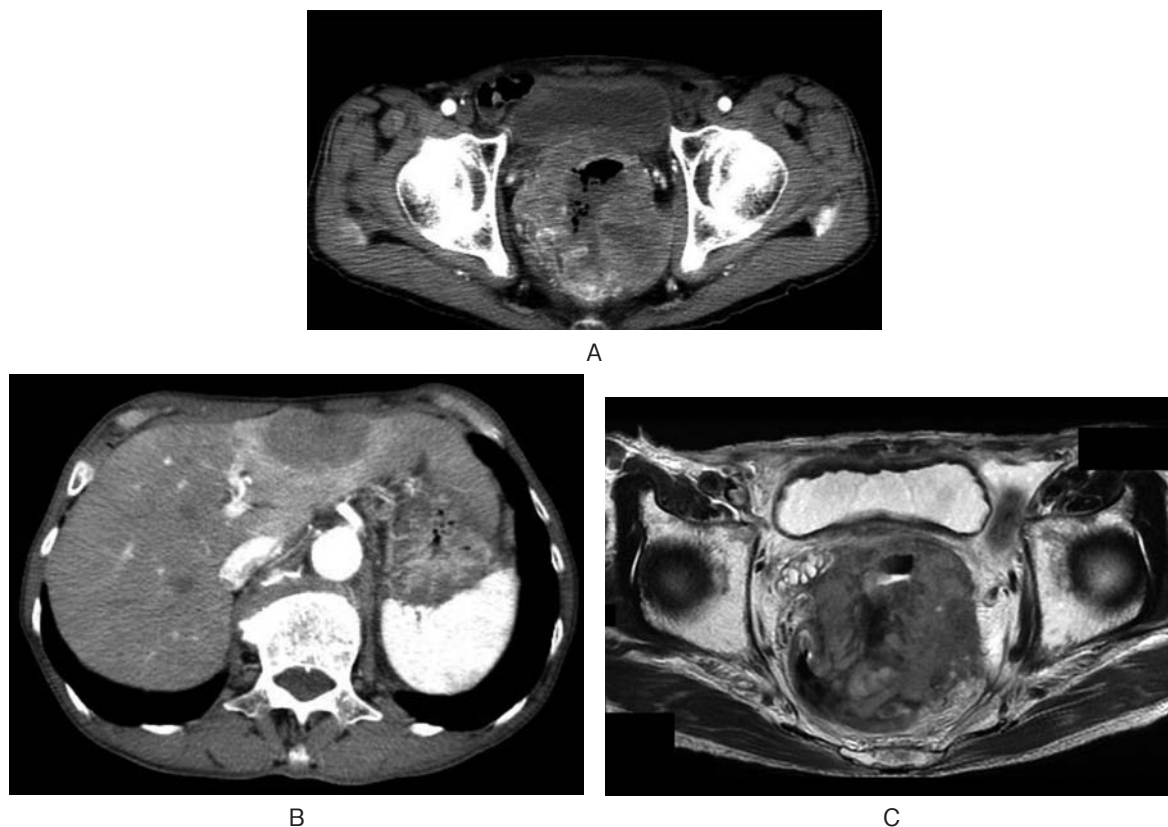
Enhanced CT shows a lobulated intrapelvic tumor (A) and liver metastasis (B). T2 weighted MRI shows the absence of a left seminal vesicle (C).
